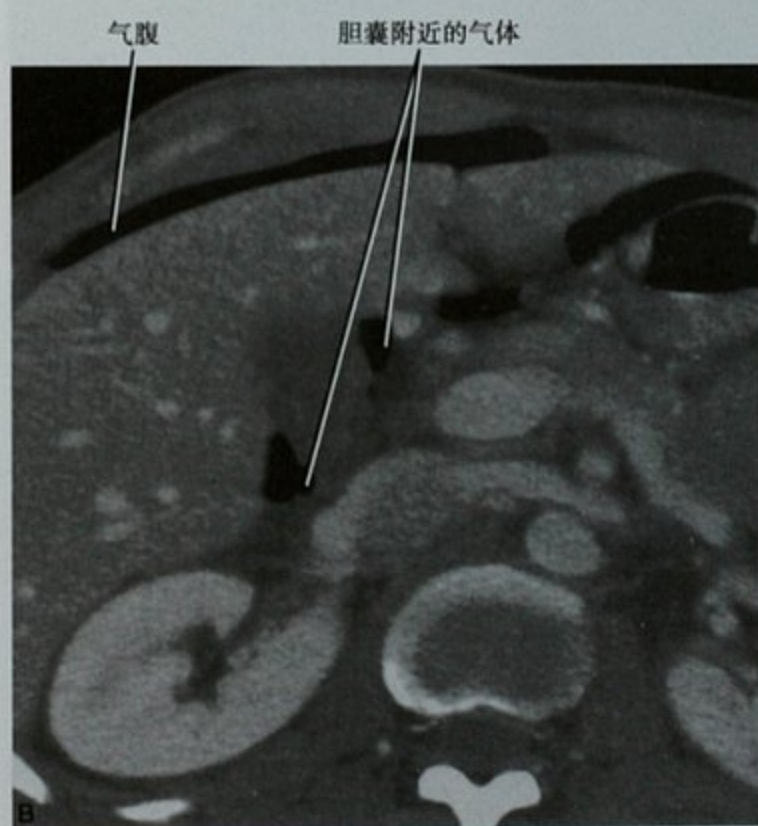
不同患者上腹部增强 CT 图像,显示超声可能漏诊的上腹不疼痛的某些疾病,包括:A. 横断位图像显示胃炎;B. 横断位图像显示十二指肠溃疡穿孔
